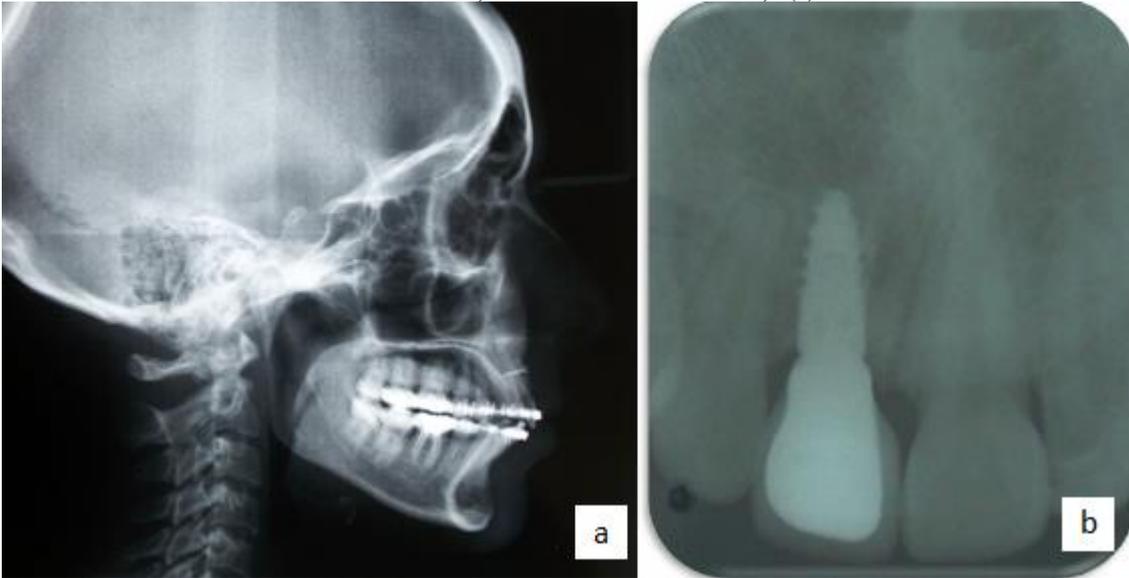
(a) téléradiographie de profil de fin de la préparation orthodontique, (b) rétro-alvéolaire sur la 11.
